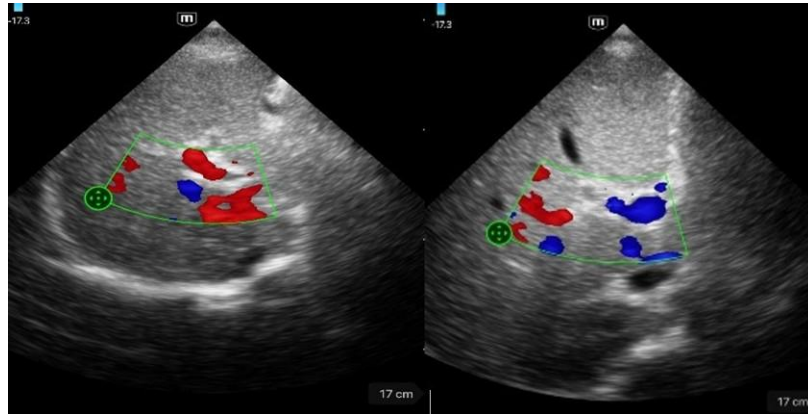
Ultrasonido hepático con Doppler portal que evidencia venas porta derecha e izquierda permeables, sin trombosis, con flujo portal conservado pero de distribución irregular y direccionalidad alterada entre ramas, sugestivo de redistribución hemodinámica intrahepática. Este patrón, en ausencia de signos ecográficos de cirrosis o hipertensión portal avanzada, es compatible con una hepatopatía no cirrótica, en el contexto de enfermedad sistémica.
